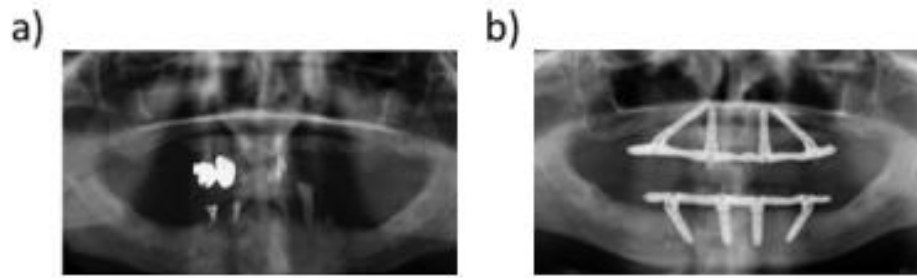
a) Radiografía panorámica inicial, b) Radiografía panorámica en el seguimiento a los tres años.¹⁰
